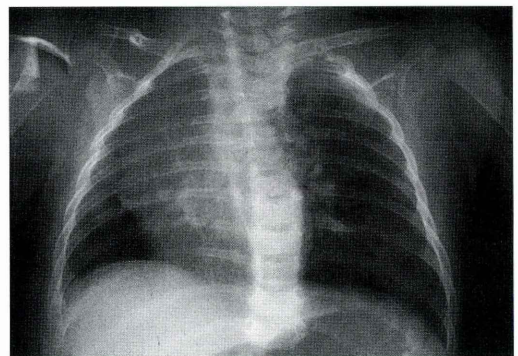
入院時の胸部単純写真：左肺の過膨張，右肺野に陰影，上部胸椎の形成不全と左に凸の側彎を認める
